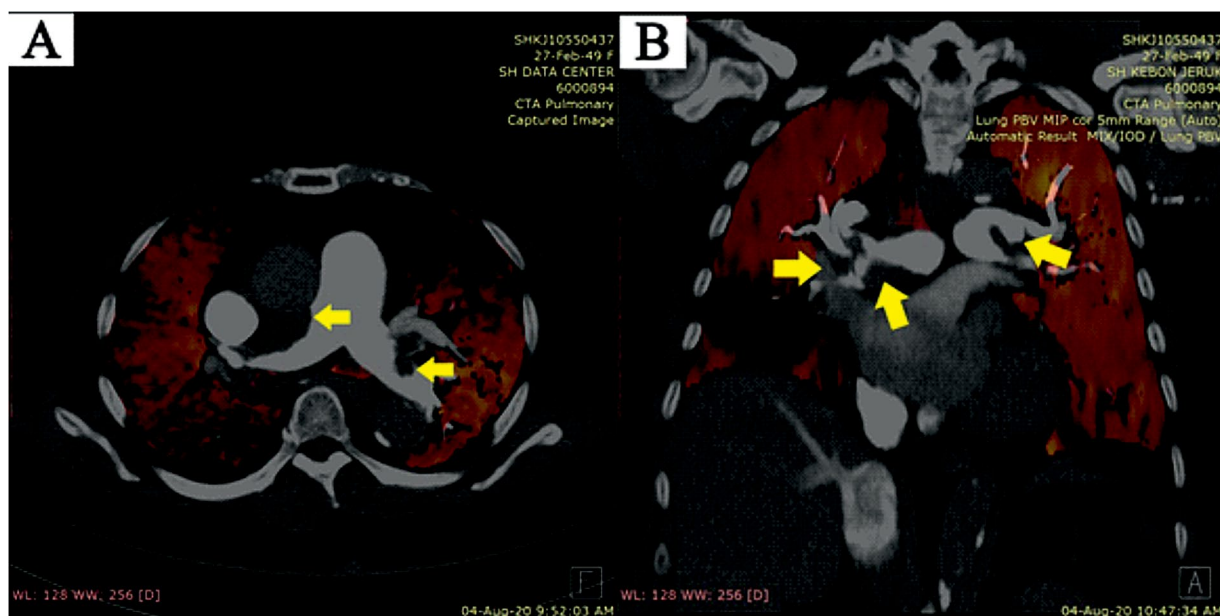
Angiotomografia komputerowa tętnic płucnych ujawniła duże skrzepliny (żółte strzałki) w obu tętnicach płucnych oraz ich dystalnych gałęziach. A. Obraz w płaszczyźnie poprzecznej. B. Obraz w płaszczyźnie czołowej
